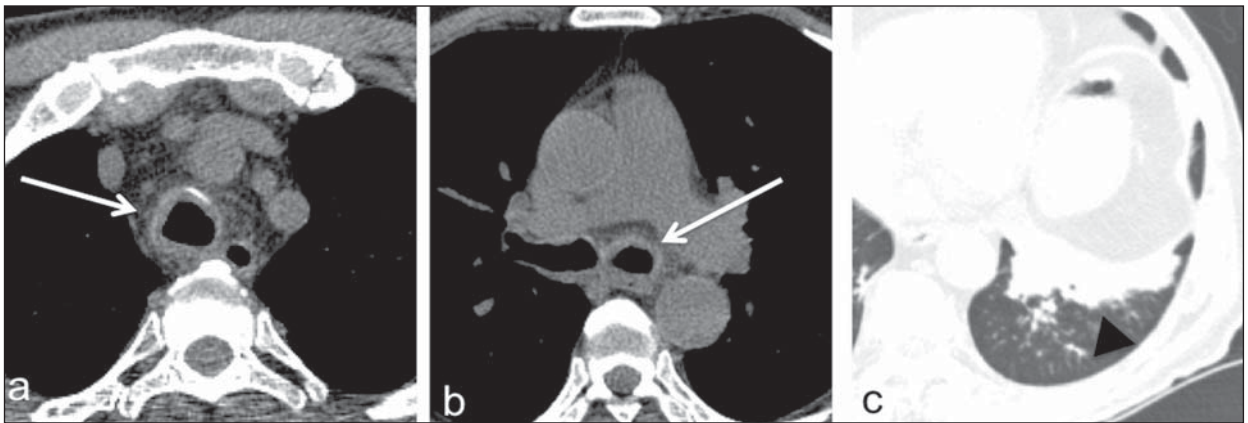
TC de tórax sem contraste, cortes axiais, realizada 1 mês e 10 dias após a primeira. a,b: Janela de mediastino – houve aumento do espessamento difuso da parede traqueal e das paredes brônquicas (setas), principalmente à esquerda, e maior borramento da gordura mediastinal adjacente. c: Janela de pulmão – aumento do espessamento parietal brônquico e das atelectasias pulmonares no lobo inferior esquerdo (cabeça de seta), com surgimento de micronódulos centrolobulares adjacentes.
